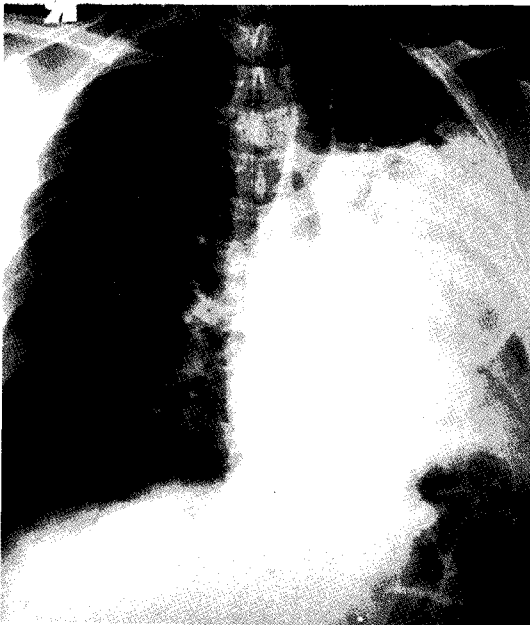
Chest X-ray shows collapse of the left lung except apex.
